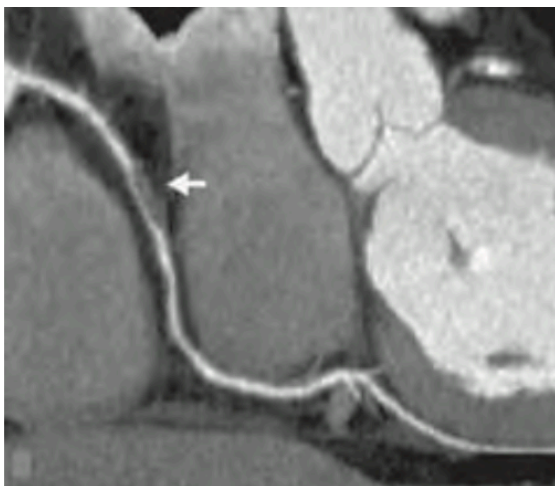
Angiotomografía computarizada coronaria que muestra una placa obstructiva en la arteria coronaria derecha.
